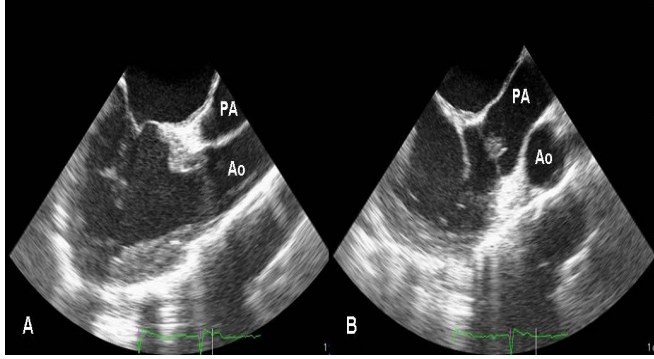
Transözefajal ekokardiyografide morfolojik sağ ventrikül solda aortaya bağlanırken (A), morfolojik sol ventrikül sağda pulmoner artere bağlanmaktadır (B). Aorta ve pulmoner arter birbirine paralel seyretmekte ve aorta pulmoner arterin önündedir. Ao-aort, PA-pulmoner arter.
